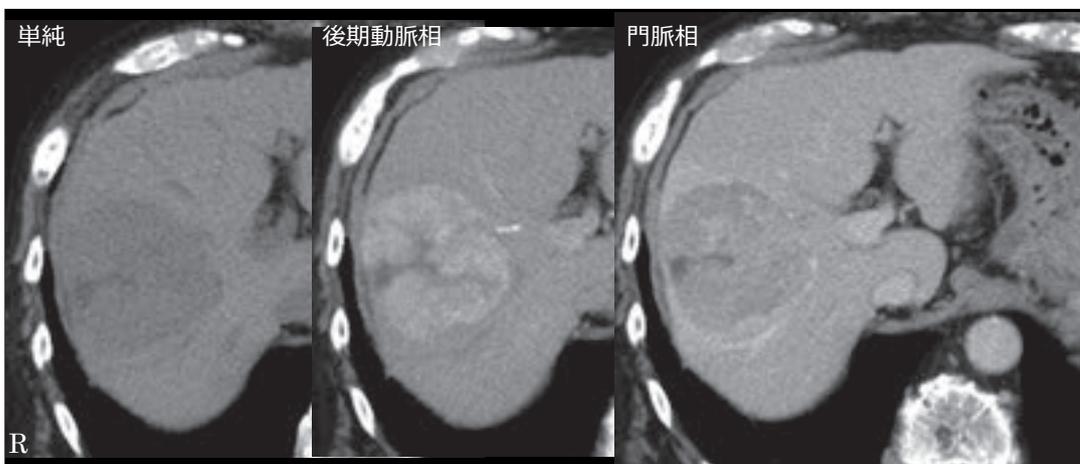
放射線治療開始前の腹部造影 CT 検査（症例 1）：肝前区域に直径 75 × 70mm の腫瘍性病変を認める。内部は早期濃染後に wash-out し、被膜部の造影効果が遷延する。明らかな脈管侵襲は無い。肝辺縁の鈍化や表面不整を認めない。
